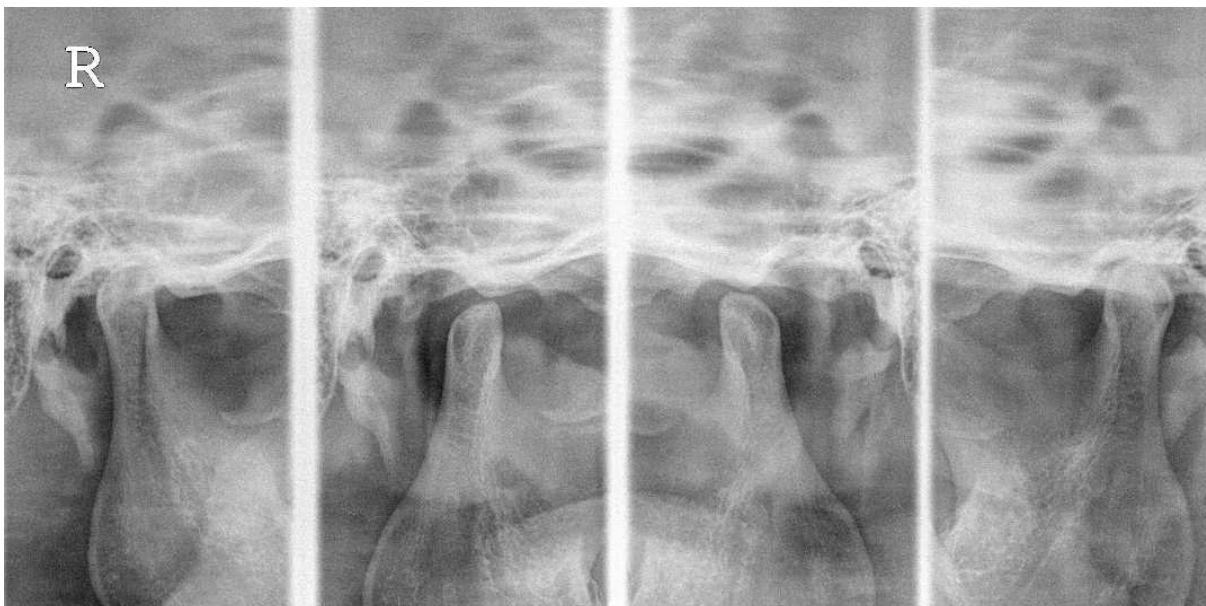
TM panoramic radiography 1 year 1 month after initial examination
